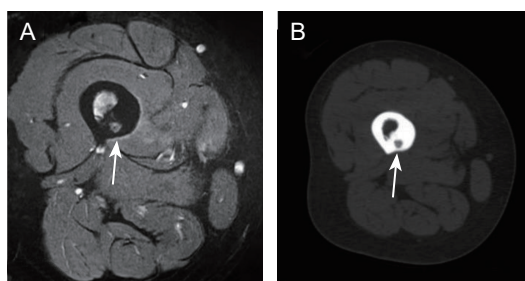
(A) 股骨 MRI 可见瘤巢; (B) 股骨 CT 可见瘤巢 (箭头所示为瘤巢)
